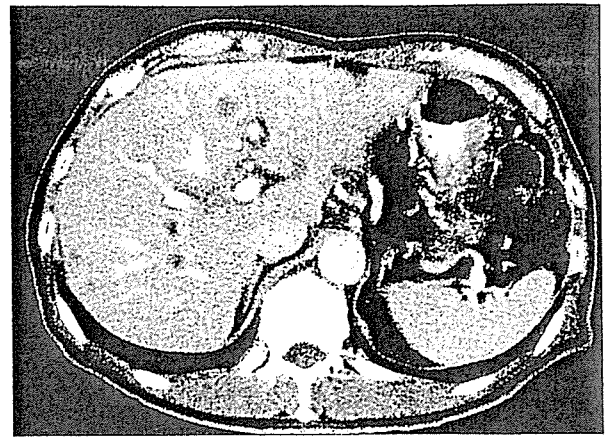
腹部CT (肝転移, 55歳男性, 膵頭部癌→全胃幽門輪温存膵頭十二指腸切除(PPPD)術後2ヵ月)
